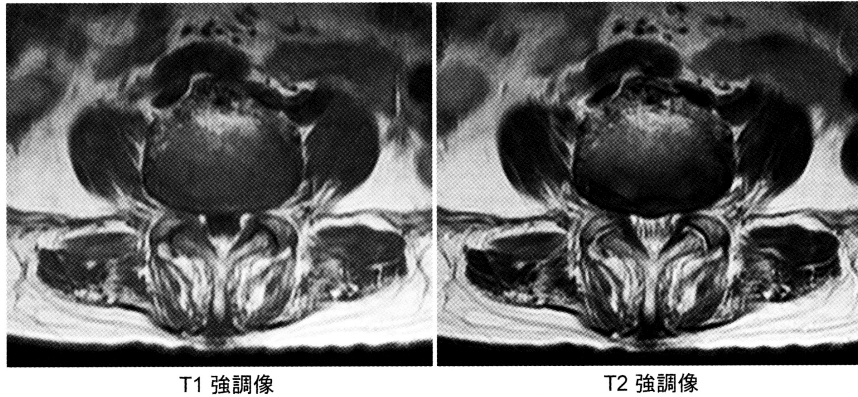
脊柱後弯を伴う骨粗鬆症患者の腰椎部 MRI 横断像. 著しい背筋の萎縮と脂肪変性を認める.
